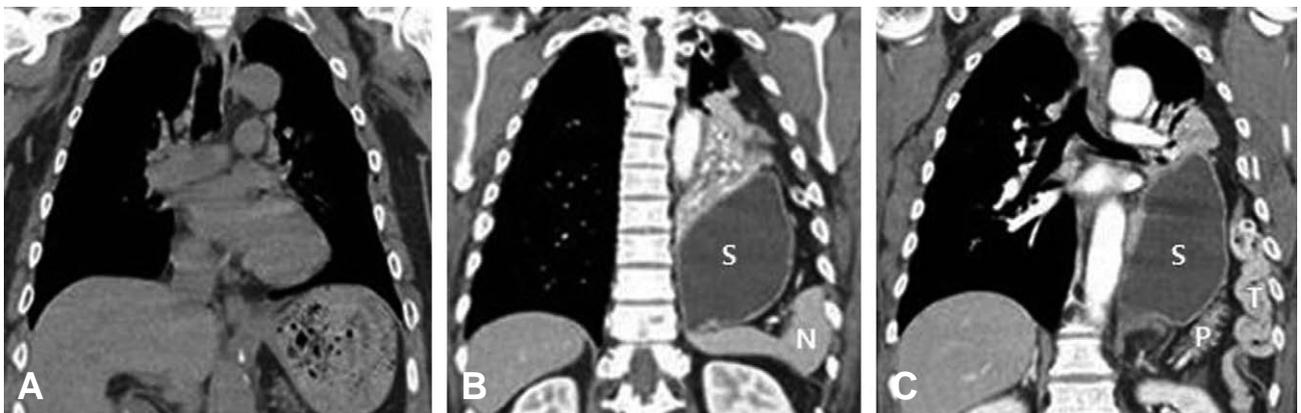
Computed tomography findings. (A) No visible diaphragmatic rupture or organ herniation on initial evaluation (B) Diaphragmatic rupture with organs (stomach (S), spleen (N)) herniation was noted on 11th hospital day (C) Diaphragmatic rupture with organs (stomach (S), pancreas (P), splenic flexure of transverse colon (T)) herniation was noted on 11th hospital day.
